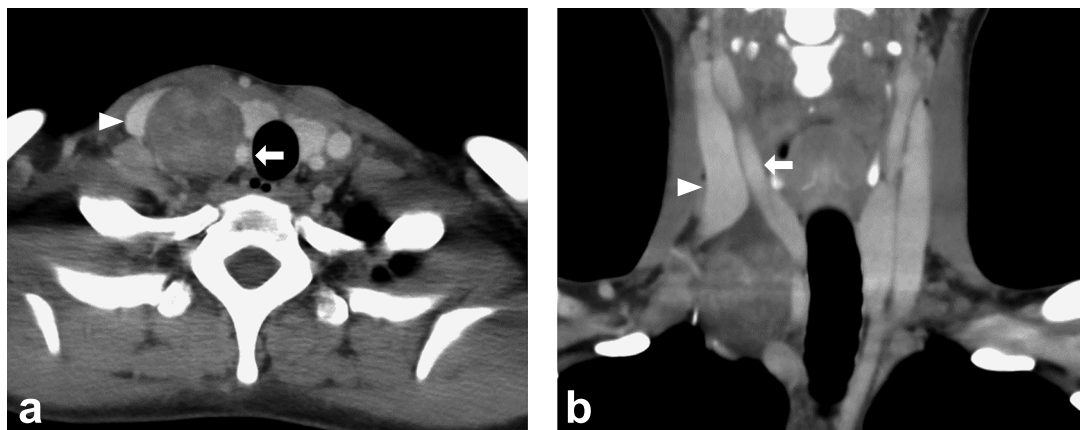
造影 CT 所見 (a: 軸位断, b: 冠状断)
